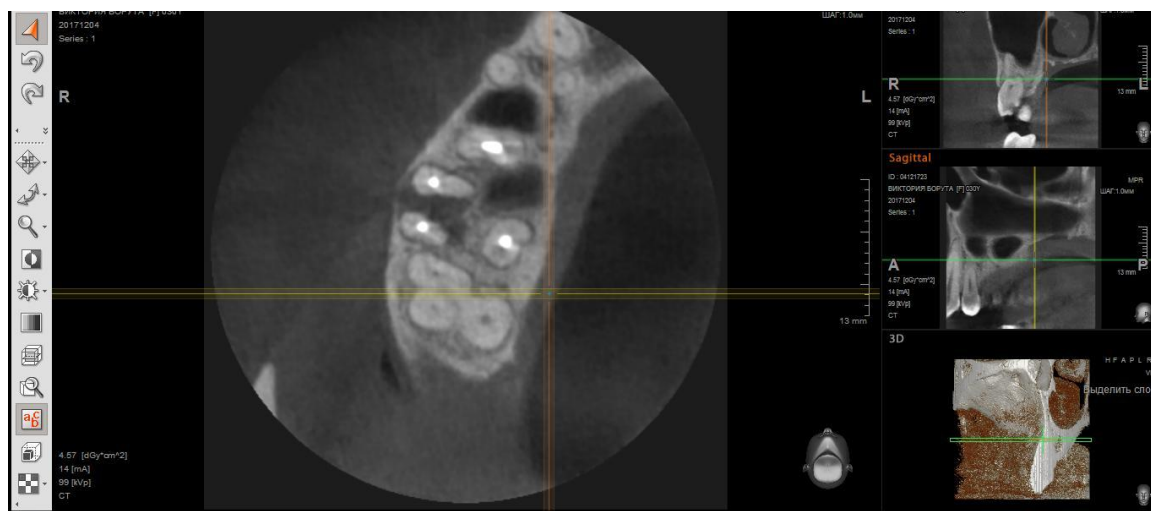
Фотографія КТ-знімка 26 зуба; трансверзальна (аксіальна) проекція.
